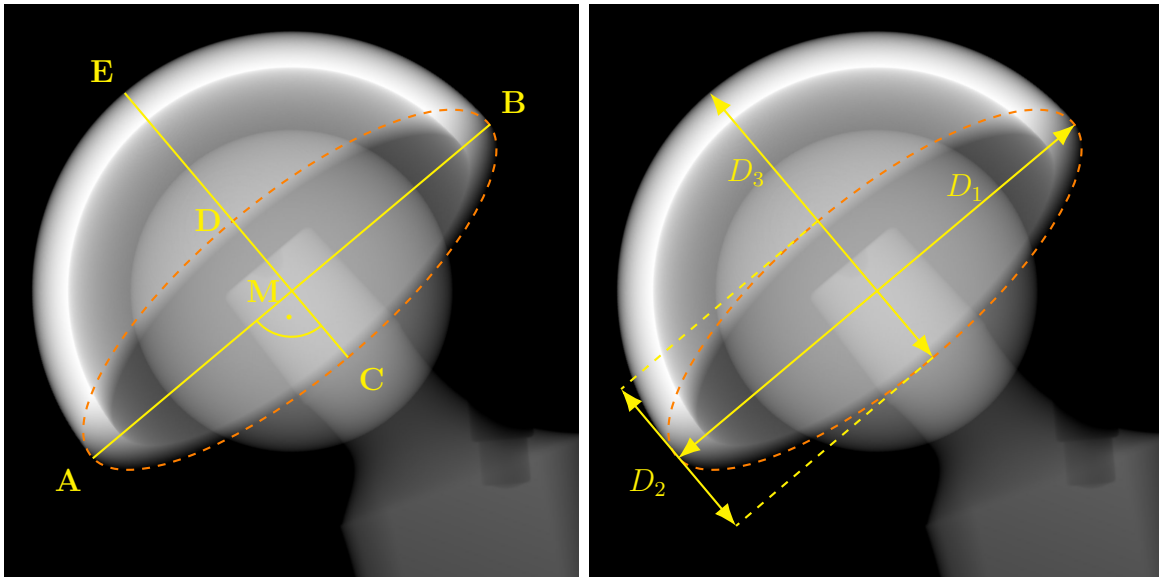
Ellipsoide Darstellung der Öffnung der Hüftpfanne in Röntgenbildern
